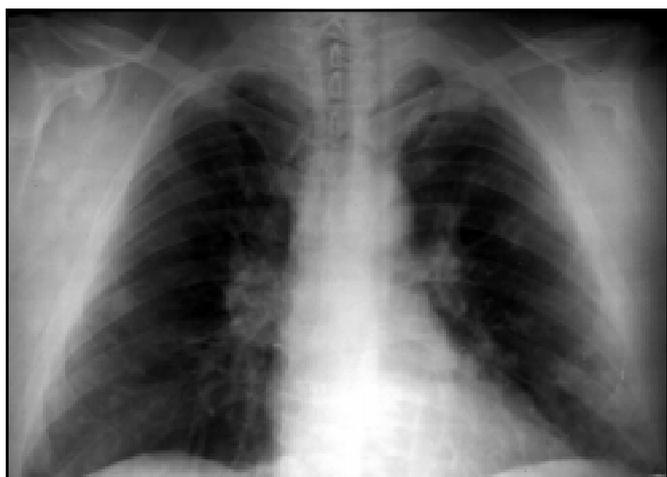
Рентгенограма органів грудної порожнини хворого С., 1958 р. народження. З обох боків, більше зліва, визначаються поодинокі осередкові тіні. Збільшення бронхопультмональних ЛВ з правого боку
